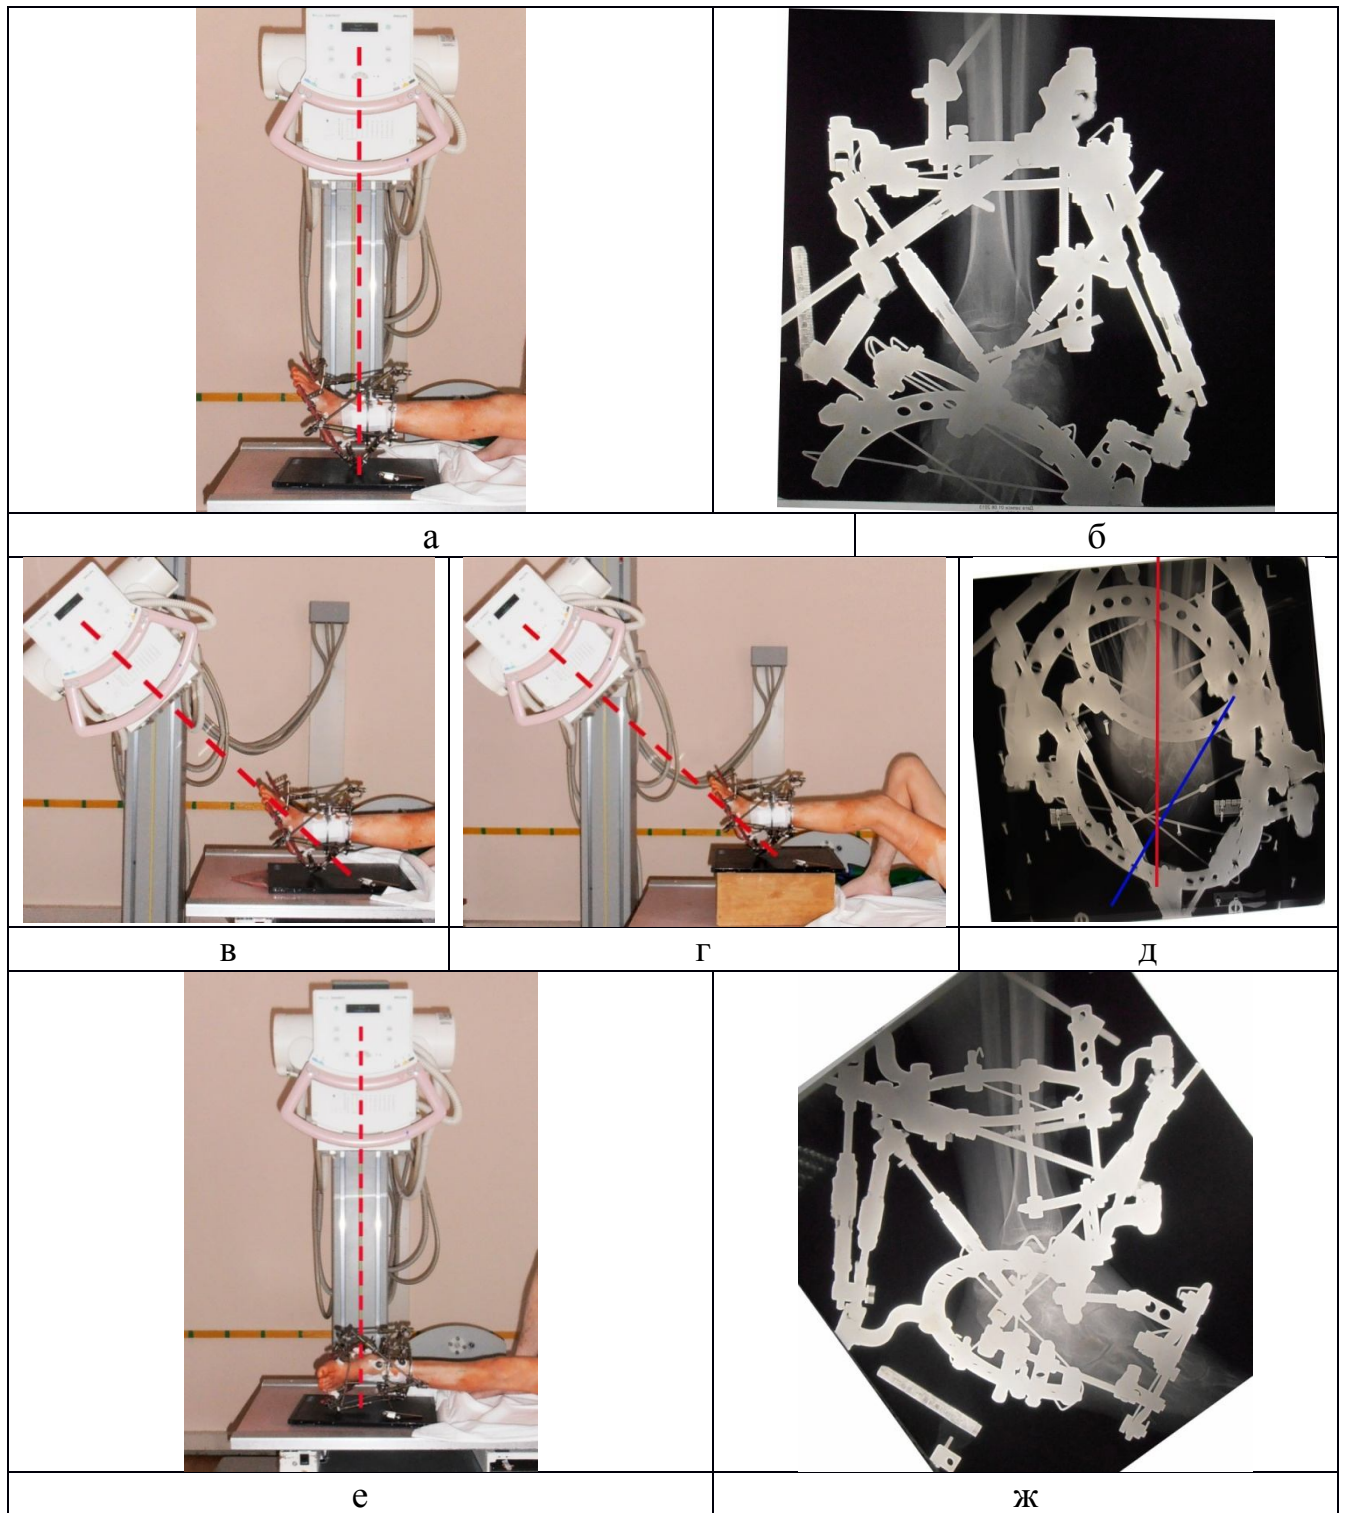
Укладки для проведения рентгенографии заднего отдела стопы:
